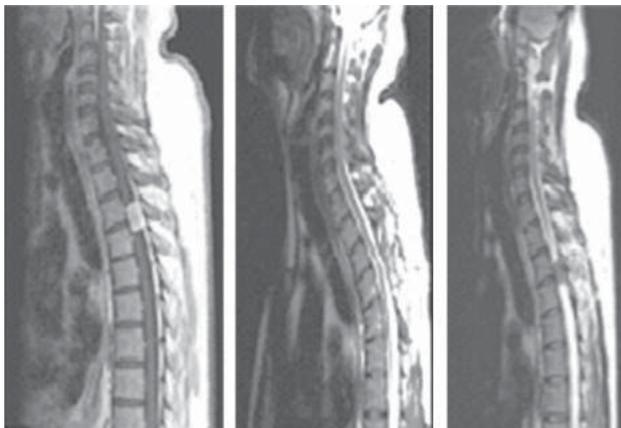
Caso 1, masc. 45 años/meningioma T2-T3, RMN corte sagital contrastada T2 prequirúrgica (izquierda). RMN corte sagital contrastada T1 prequirúrgica (intermedia). RMN corte sagital contrastada T2 postquirúrgica (derecha).
